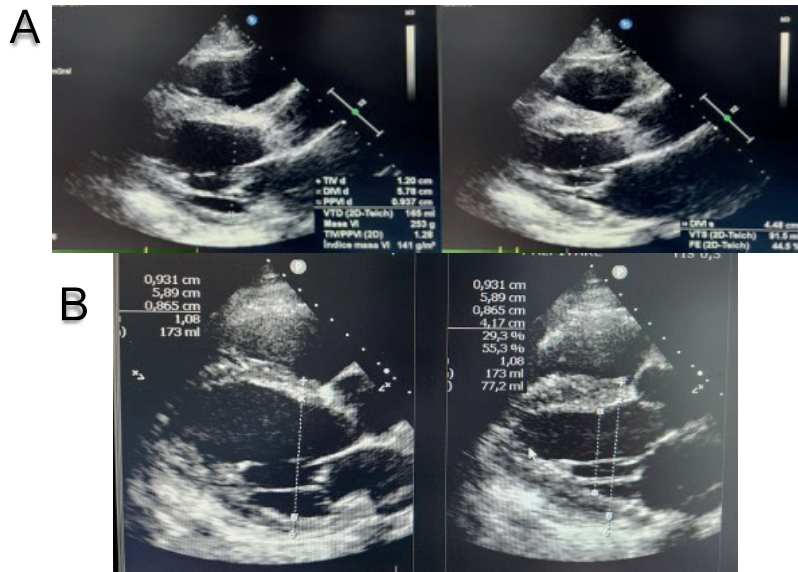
Ecocardiograma.
